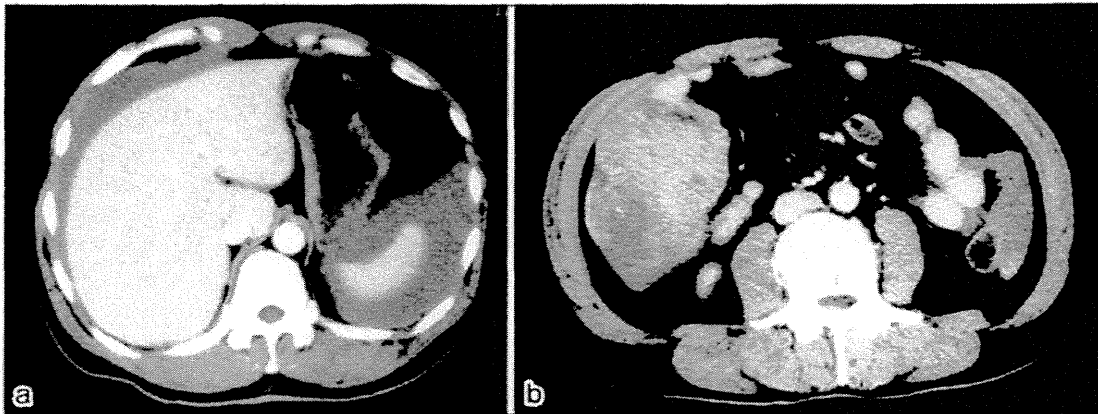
CT scan demonstrating hemoperitoneum (a) and a large heterogeneous mass with a non-uniform enhancement pattern in the pelvis (b).
